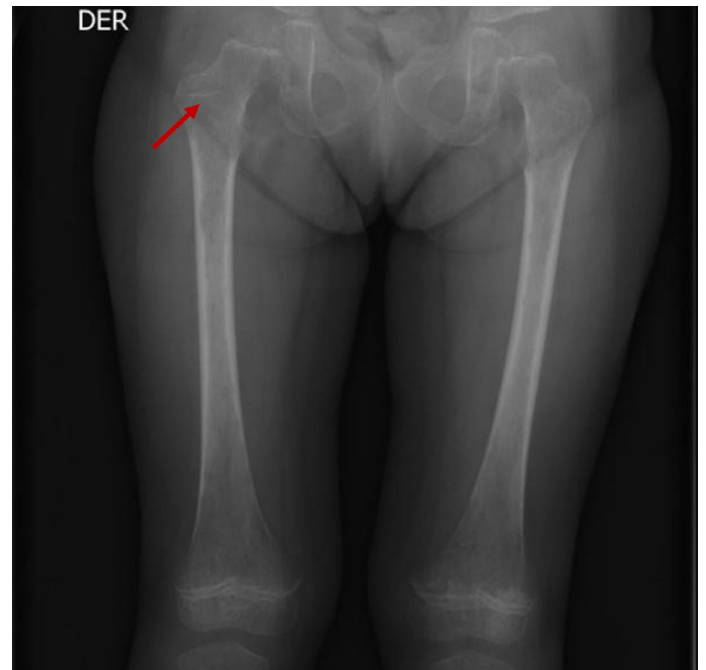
Radiografía de huesos largos (fémur), con hallazgos de alteración difusa y heterogénea de las estructuras óseas visualizadas con áreas radiolúcidas de apariencia parcheada que predominan en las metáfisis de los fémures.
